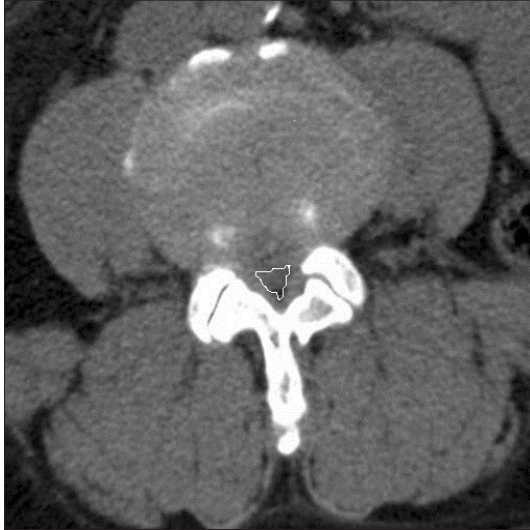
Measurement of a cross-sectional area of the dural sac on computed tomography scan. A region of interest was drawn with a graphic cursor around the cross-sectional area of the dural sac and the area was calculated.
